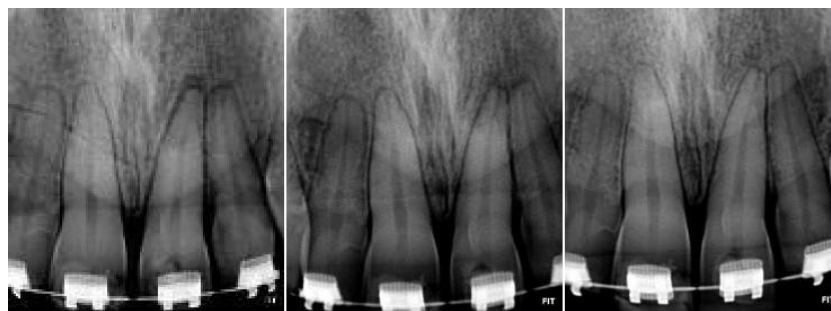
Radiografia após 15, 50 e 90 dias com medicação intracanal.
